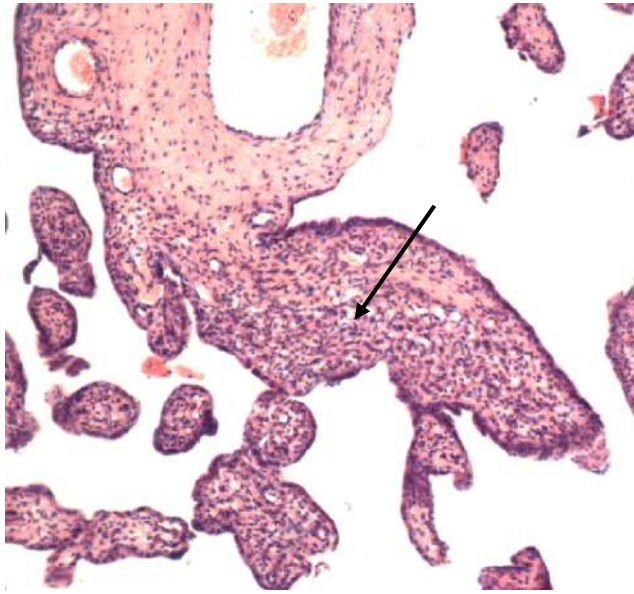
Плацента при ПР в 27 недель беременности. Хронический виллузит промежуточных и стволовых ворсин. Окраска гематоксилином и эозином, СМ x100.
